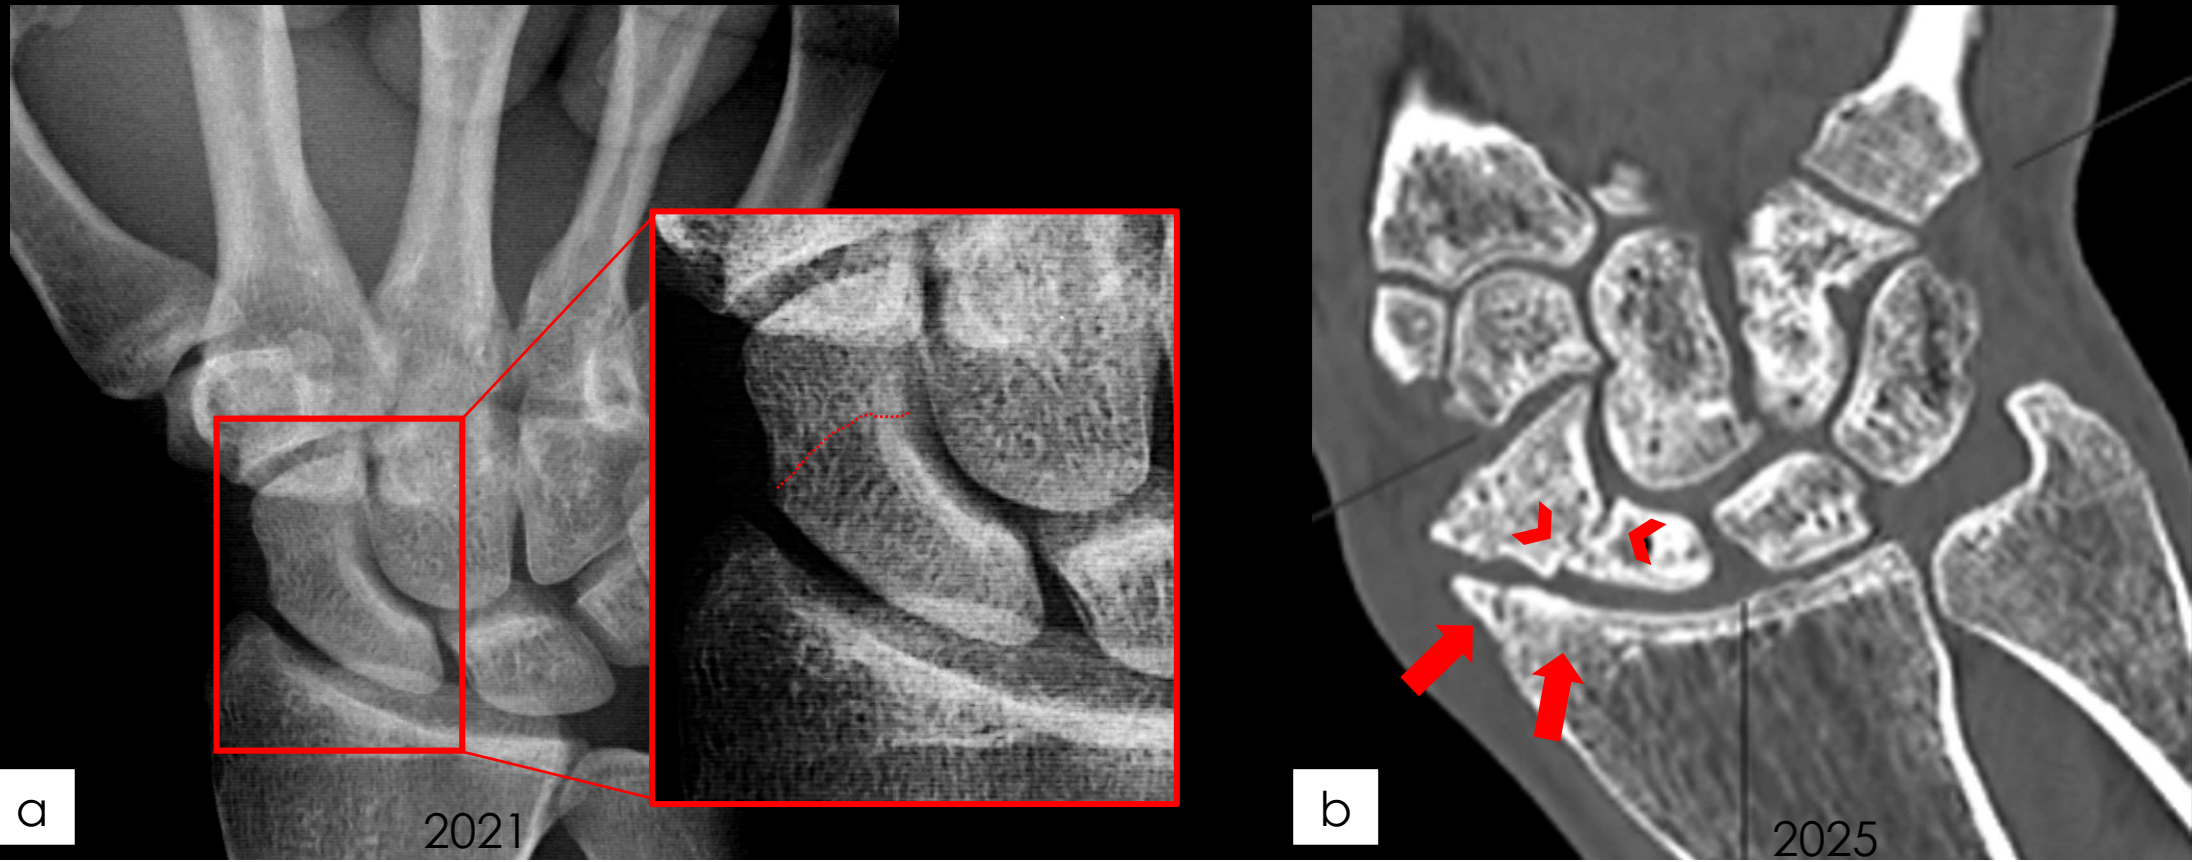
Paciente con antecedente de fractura de escafoides (línea de puntos) en 2021 y con dolor crónico de muñeca. En el TC de 2025 (b) se aprecia una ausencia de consolidación de la fractura del cuello del escafoides, con esclerosis de los márgenes óseos (puntas de flecha) y sin colapso del polo proximal. Se visualizan marcados cambios degenerativos entre el polo distal del escafoides y la apófisis estiloides del radial, con formaciones osteofitarias y esclerosis subcondral. Hallazgos compatibles con SNAC estadio I.
